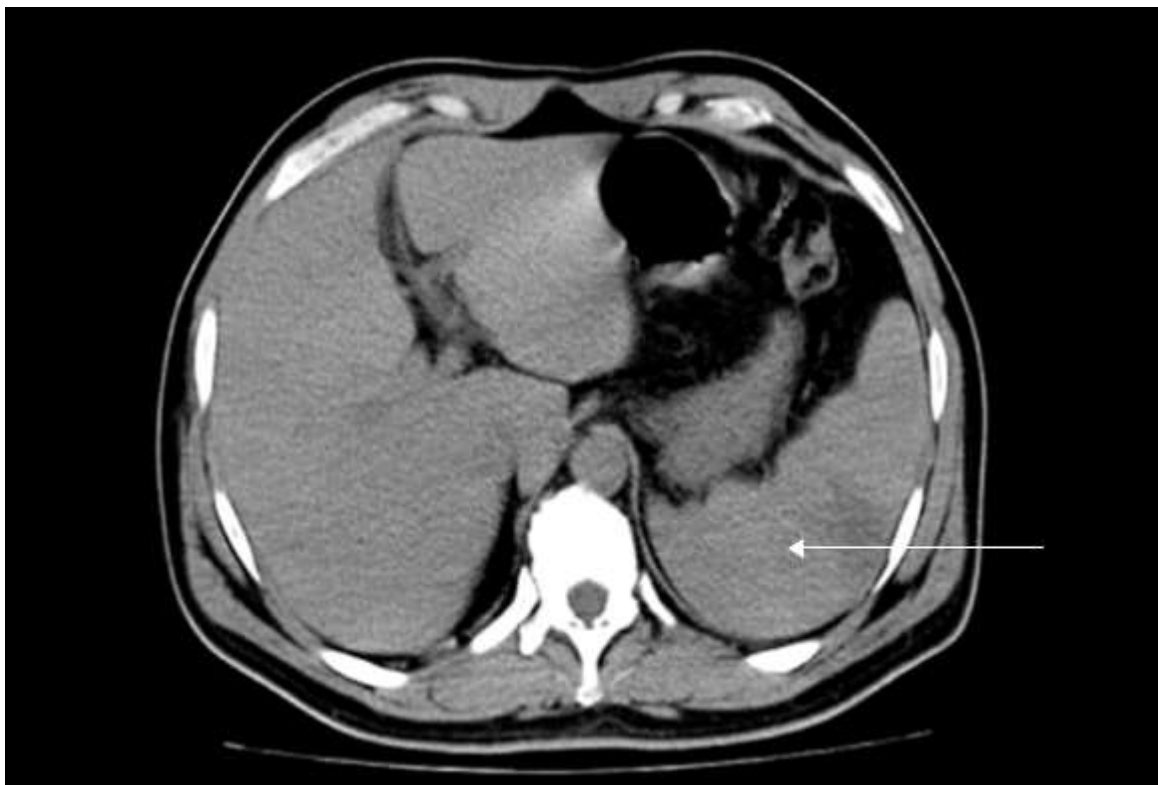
Imagen de absceso esplénico por tomografía axial computarizada.
